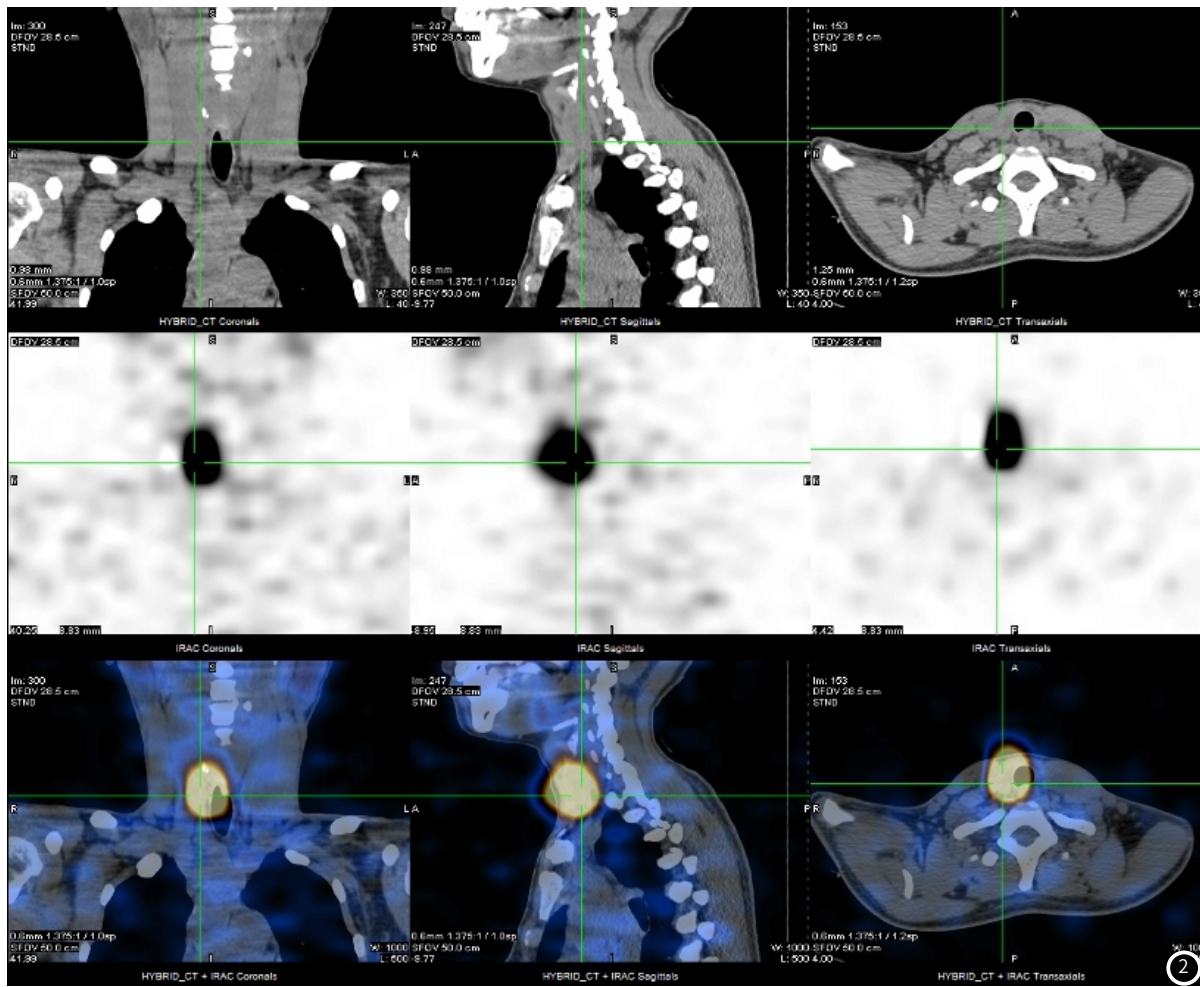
SPECT/CT颈部断层融合显像可见甲状腺区放射性分布浓聚影，同机CT可见甲状腺呈术后改变，双颈部未见异常淋巴结肿大。
